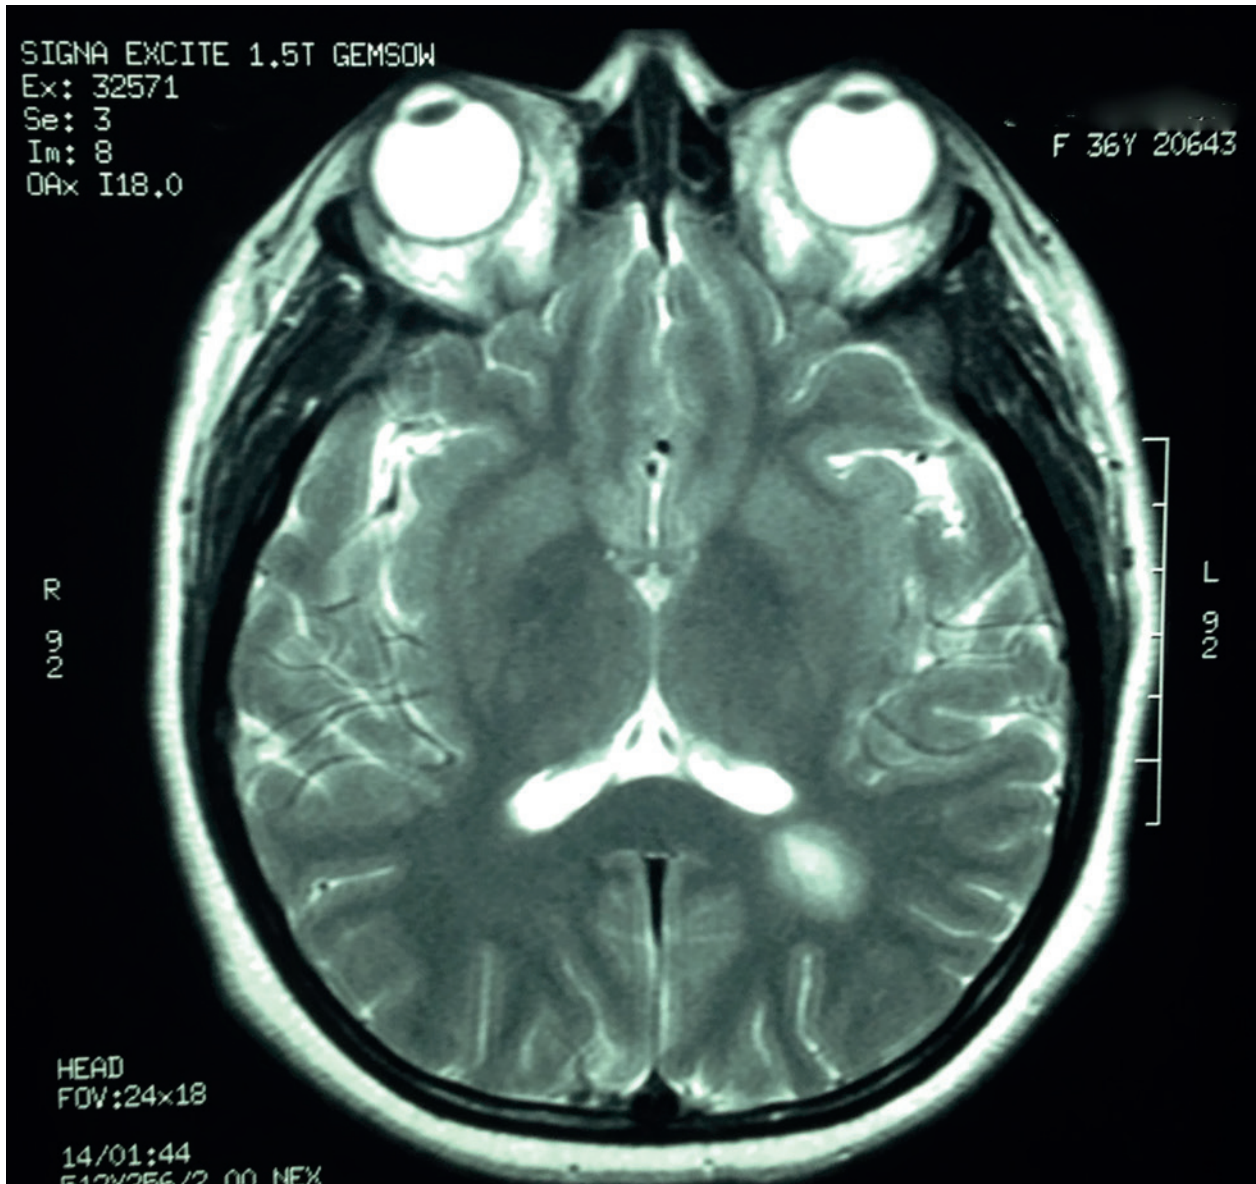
RMN. Secuencia T2. Imagen quística localizada en la subcorteza de la tercera circunvolución temporal izquierda y radiación óptica.
